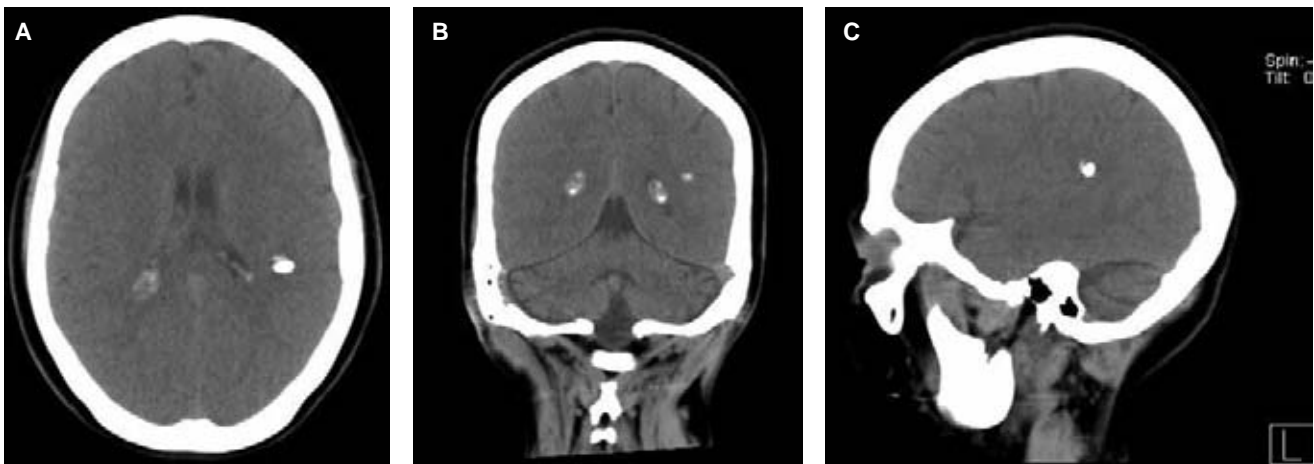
Femenino de 30 años. Tomografía computada de cráneo en fase simple, corte axial (A) y reconstrucciones coronal (B) y sagital (C). Se observa imagen redondeada, de bordes regulares y bien definidos, hiperdensa, que se proyecta en los espacios subaracnoideos del lóbulo parietal izquierdo, con dimensión aproximada de 10.0 mm, que se corresponde con granuloma calcificado de probable origen parasitario.
